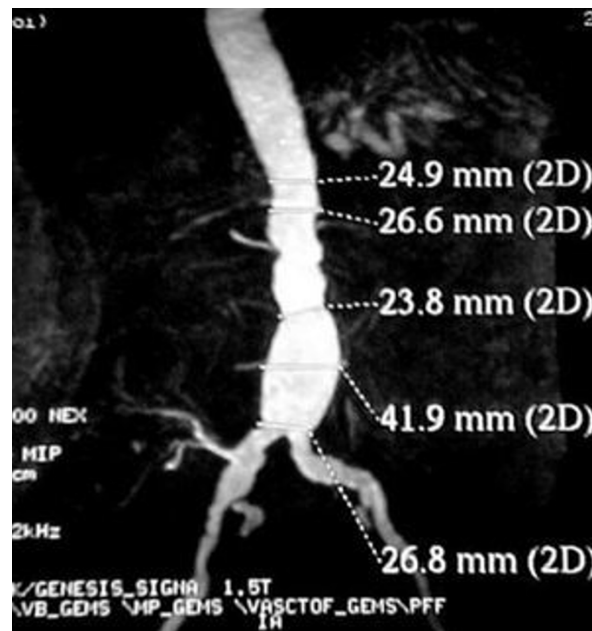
Angiorresonancia magnética de AAA.
